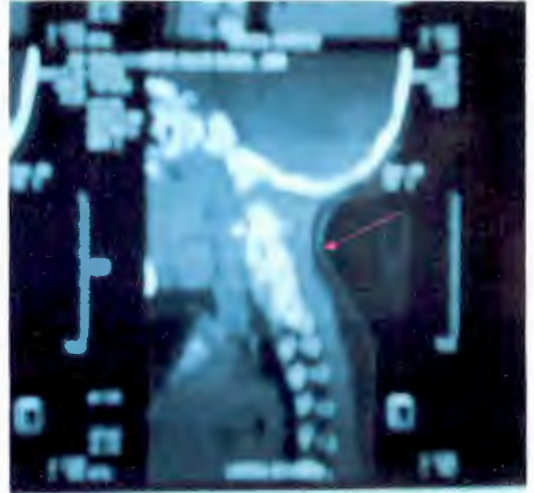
TAC cervical, proyección lateral. Fusión cervical en bloque.
